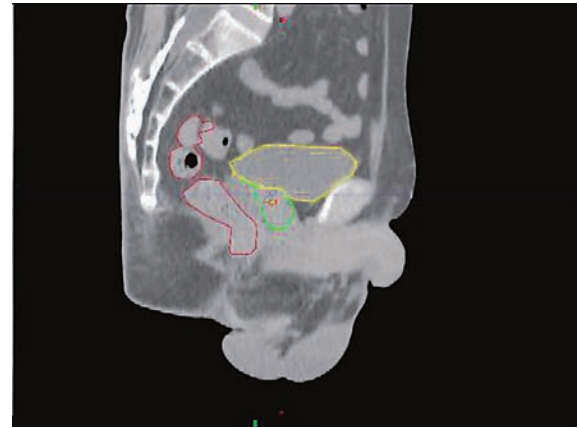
治療計画時CT画像 (Sagittal plane)
